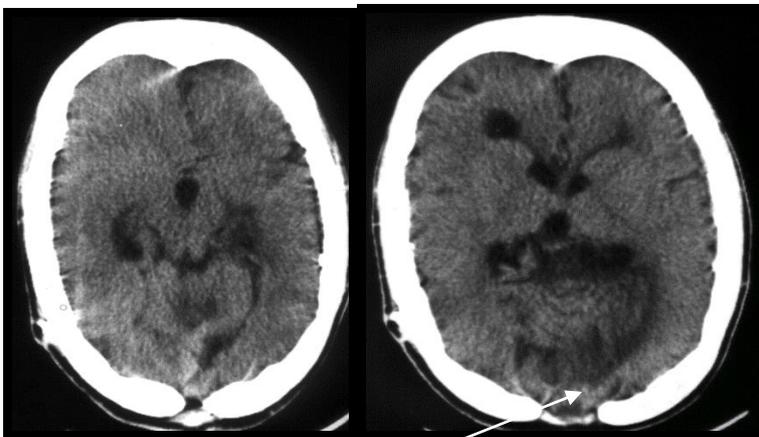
КТ головного мозга у ребенка в возрасте 20 дней с синдромом Арнольда-Киари II степени: через большое затылочное отверстие в большую цистерну мозга пролабируют миндалины мозжечка, червь мозжечка, продолговатый мозг, IV желудочек и мост (стрелка).
